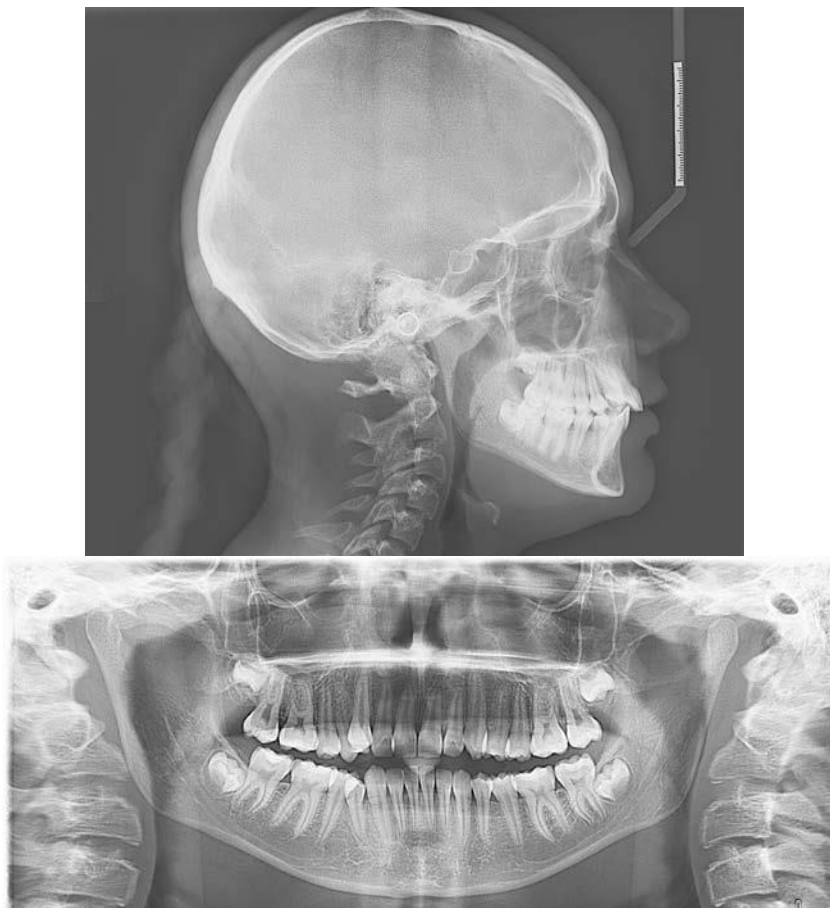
Пацієнтка Х. 19 років. Ортопантомографія. Телерентгенографія (бокова проєкція).
